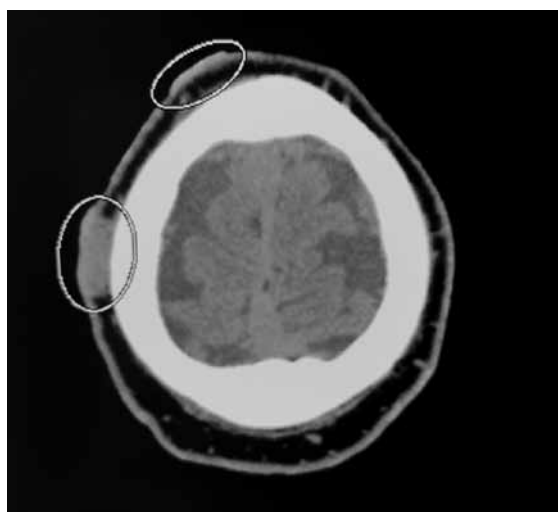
Компьютерная томография костей черепа. Прогрессирование процесса в мягкие ткани теменной области с деструкцией костей черепа
